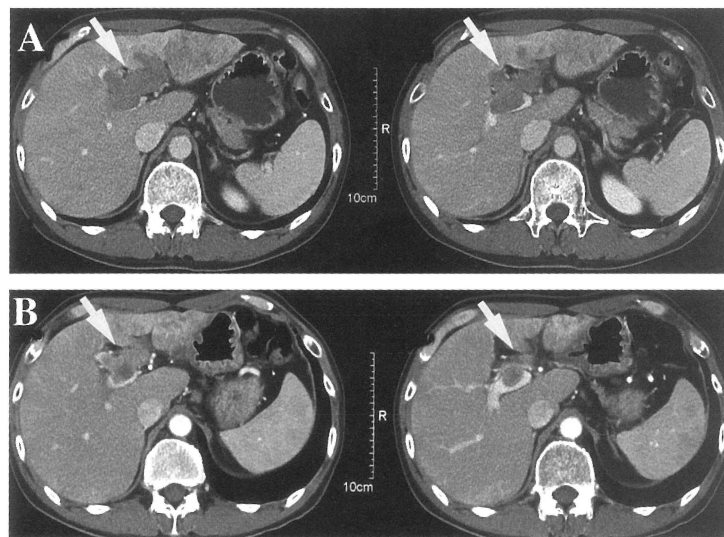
対側葉まで腫瘍栓がのびる Vp4 症例の CT。腫瘍栓に対する放射線療法と主腫瘍に対する化学療法を行った。治療前←のごとく、左一次分枝より、右一次分枝に伸び、門脈本幹を充満する腫瘍栓を認める。主腫瘍は左外側区域に塊状型の肝細胞癌を認める (A)。放射線、化学療法後の CT。腫瘍栓は縮小し、充満像は認めない (B)。本例はこの後、腫瘍栓摘出、肝左葉切除を行い、良好な経過を得ている。
